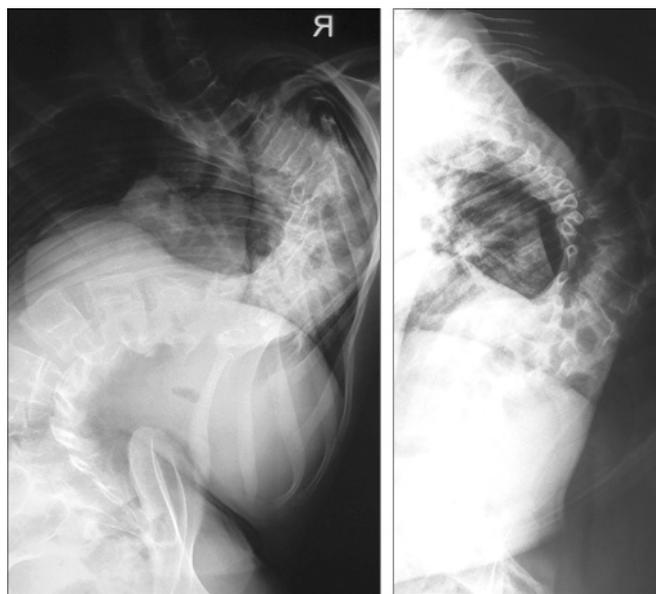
Рентгенограммы больного Ж., 15 лет, с тяжелым идиопатическим кифосколиозом грудной локализации.
